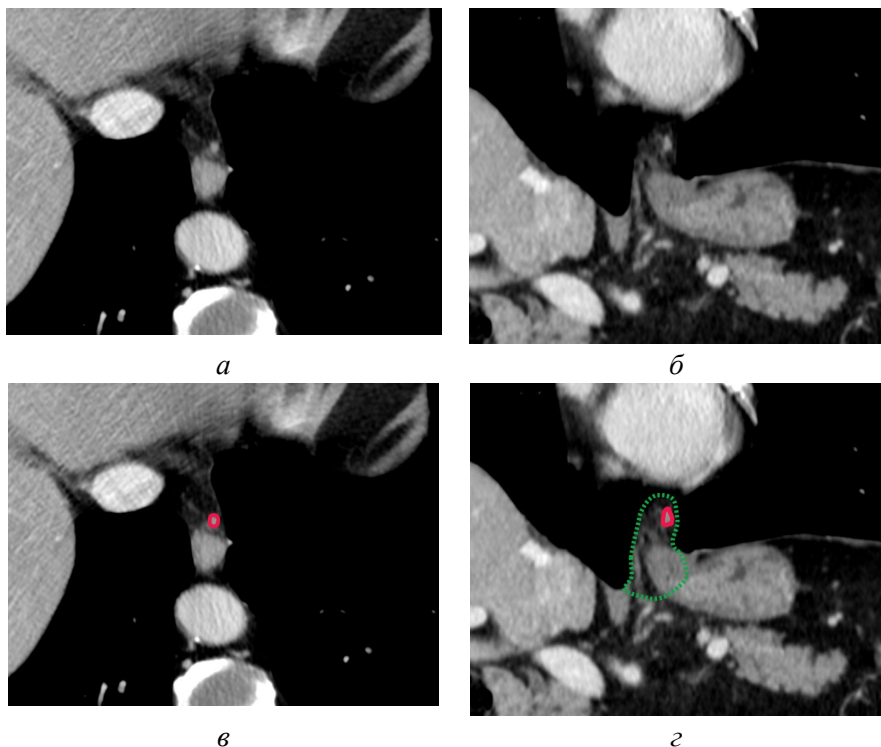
КТ желудка. Параэзофагеальный лимфатический узел (красная линия) расположен на расстоянии 23 мм от пищеводного отверстия диафрагмы в грыжевом выпячивании. Если грыжа не фиксирована, то удалить этот лимфатический узел технически возможно из абдоминального доступа: а – аксиальная плоскость, б – корональная плоскость, в – аксиальная плоскость, аннотированное изображение, г – корональная плоскость, аннотированное изображение [оригинальный рисунок].
